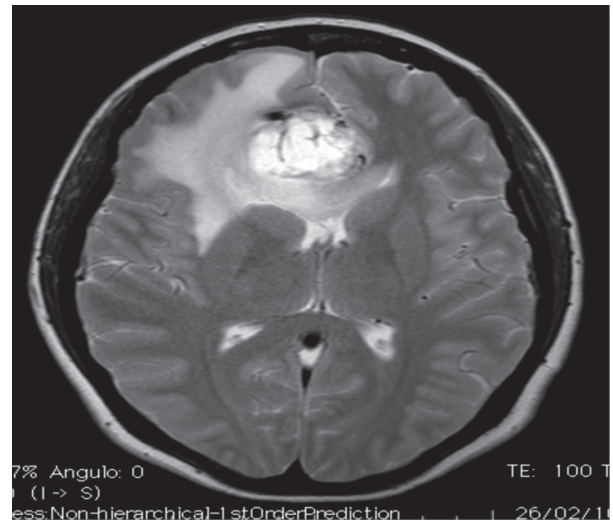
Resonancia magnética. Corte axial en secuencia T2 donde se evidencia el edema perilesional.
